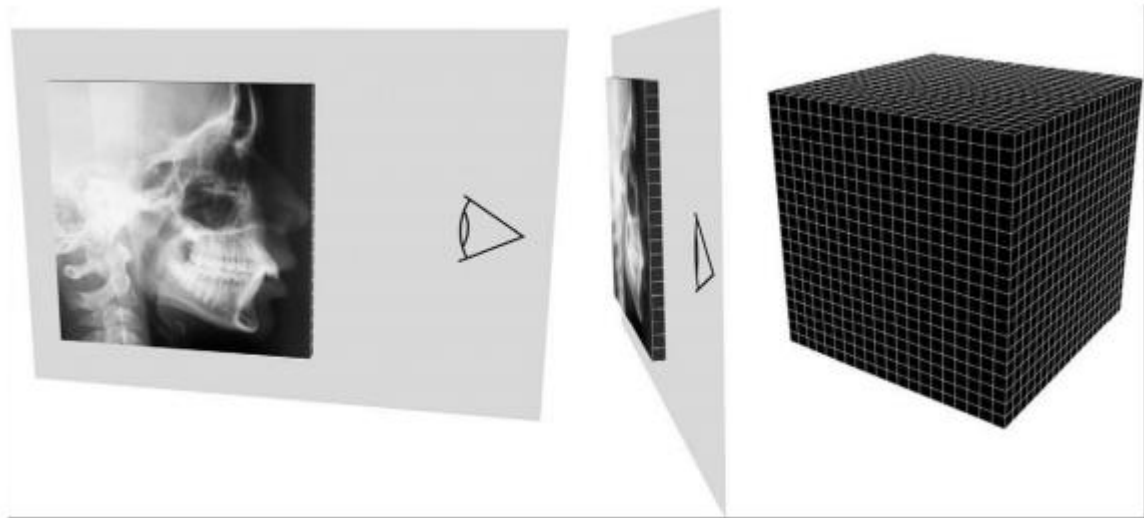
Visión de una persona 2d examinando una telerradiografía en la que sólo se puede ver una fila de píxeles.
